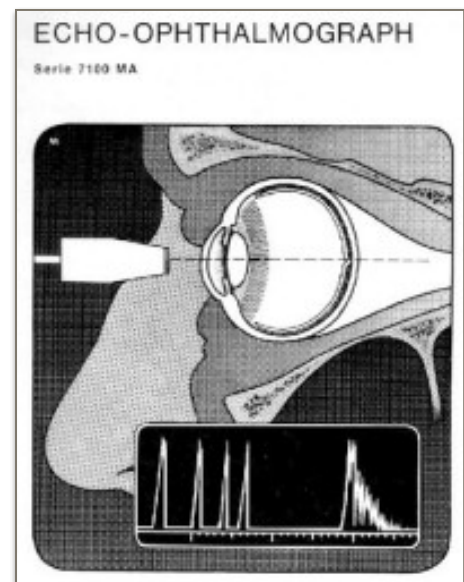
ULTRASONIDO DE MODO A [1]
